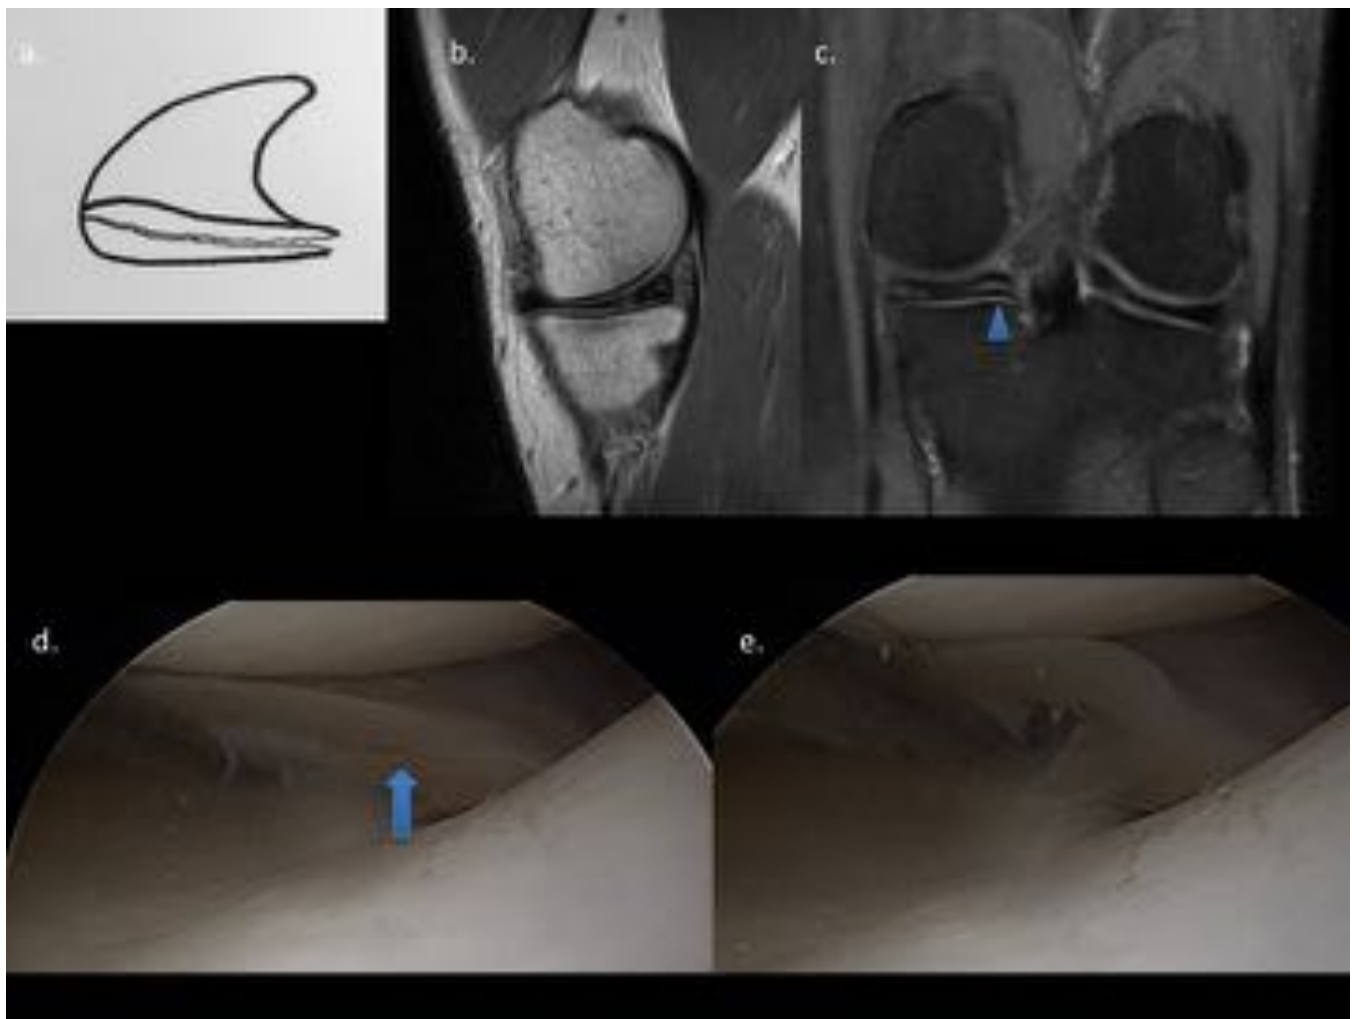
Rotura Horizontal. (a) Ilustración. (b) Imagen de RM sagital en DP que muestra una hiperintensidad de señal lineal en el cuerpo cuerno posterior del menisco medial. (C) Imagen de RM coronal en DP que muestra el trazo horizontal de la rotura dividiendo el menisco en una parte superior y otra inferior (punta de flecha). (d) Imagen de artroscopia que muestra la rotura horizontal (flecha). (e) Se aprecia el palpador introducido en la rotura y como está traccionando de la vertiente superior.
